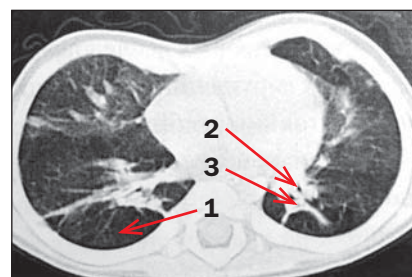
(А–В). Компьютерные томограммы органов грудной полости (аксиальные срезы) детей с бронхолегочной дисплазией
